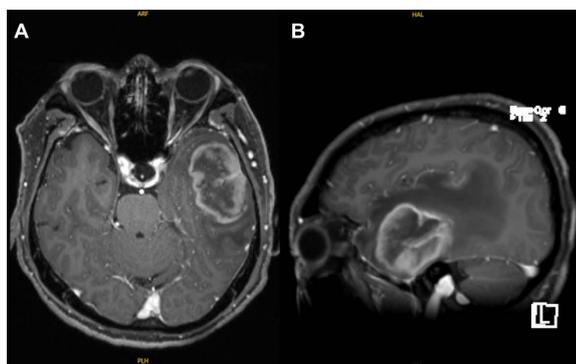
Magnetic resonance imaging (MRI): (A) axial T1-weighted MPRAGE fat-suppressed sequence; (B) sagittal multi-planar reconstruction (MPR) thick-slab image
